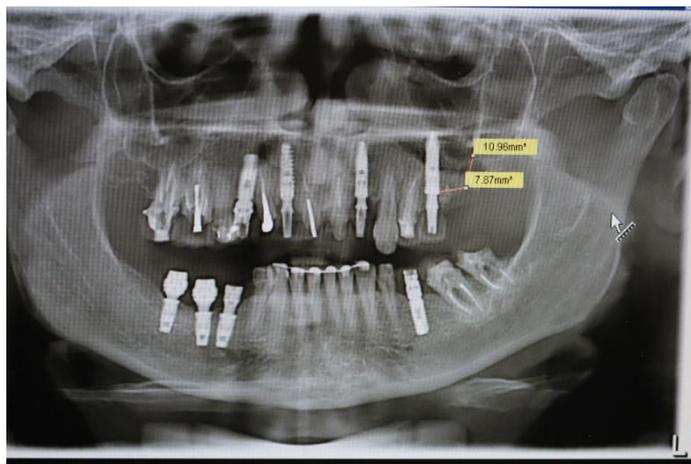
Radiografia panorâmica 60 dias após a extração.
